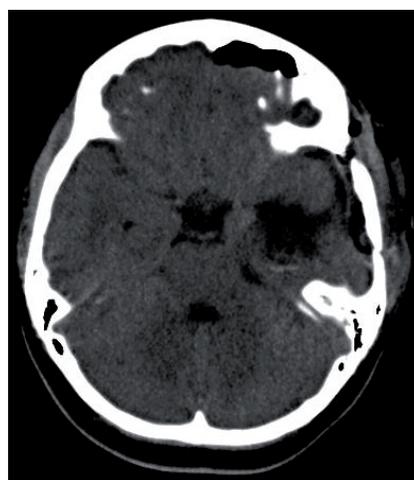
TAC cerebral simple, postoperatorio: área de resección tumoral temporal izquierda
